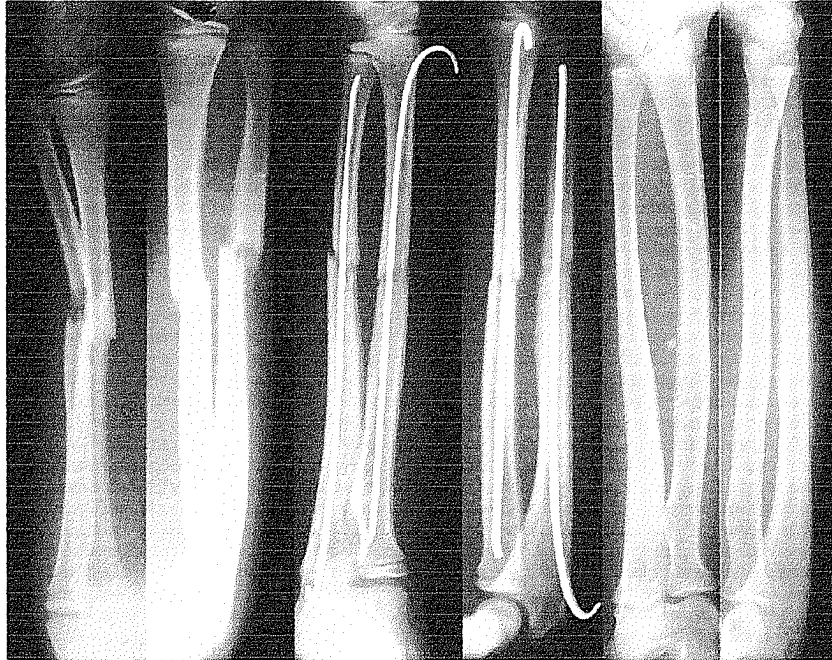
paciente de 10 años fractura diafisaria de radio y cúbito (22D/5.1); tratado con enclavado endomedular elásticos radiografías preoperatorias, postoperatorias y después del retiro del implante, caso consolidado modelo.
